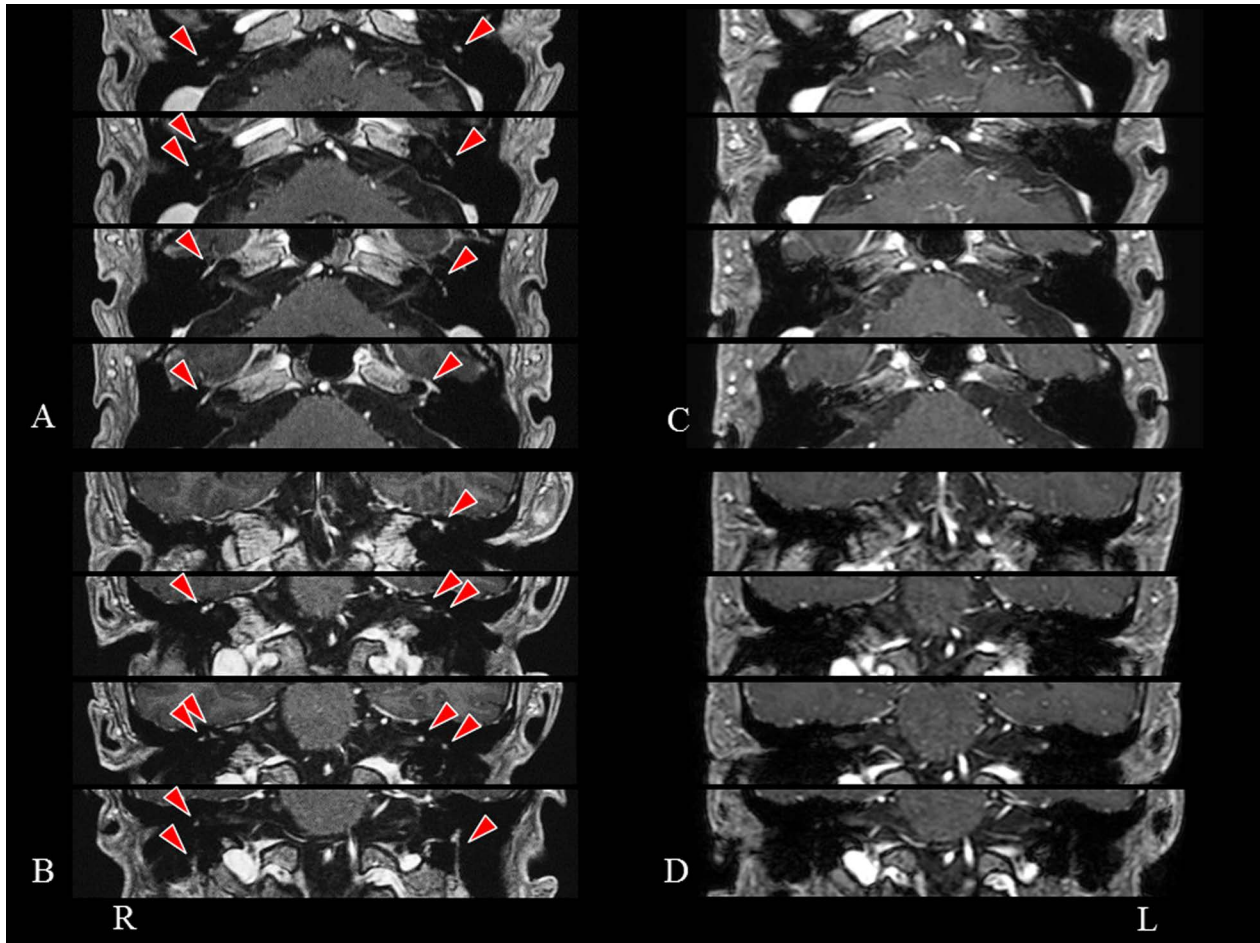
Gadolinium enhancement of bilateral facial nerves on brain MRI.
